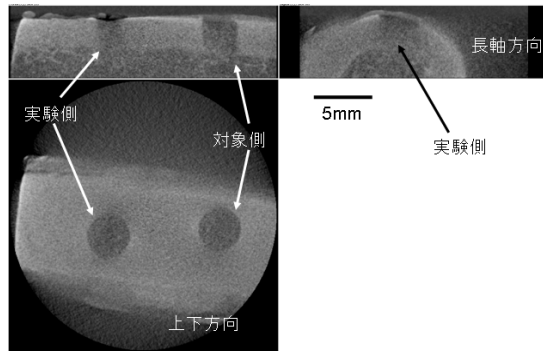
マイクロCTによる新生骨増性の観察結果(3週)
